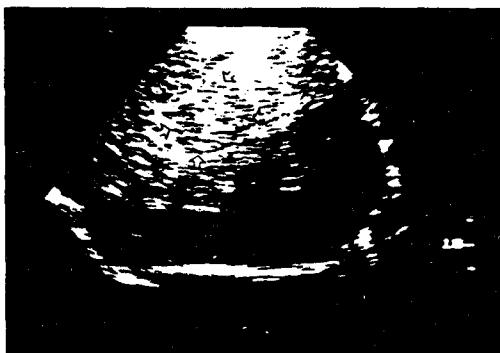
식욕부진을 보이는 개의 간장 초음파상으로 에코성의 침전물(옅린 화살표)로 가득찬 담낭을 나타낸다. 이러한 영상은 간내의 매스와 혼동될 수 있다.
